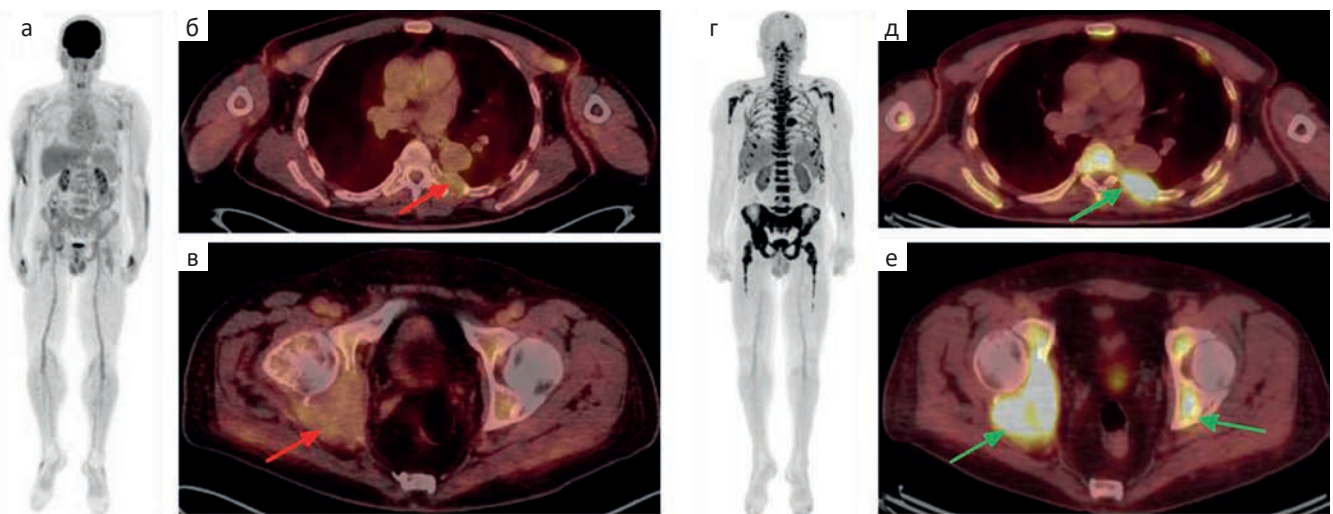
Множественная миелома. ПЭТ/КТ с ¹⁸F-ФДГ (а-в) и ПЭТ/КТ с ¹⁸F-ФБФА (г-е).
